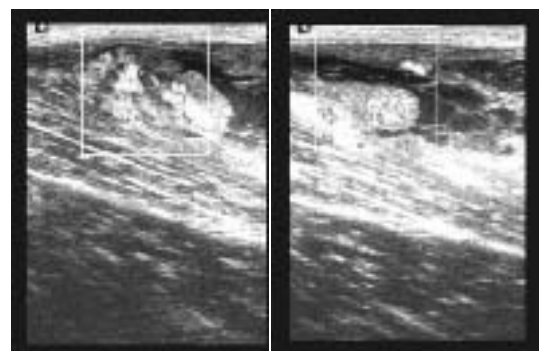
Hypervascular granulation tissue on power Doppler color duplex US longitudinal scan in subacute stage of muscle tear (age of 10 days).
